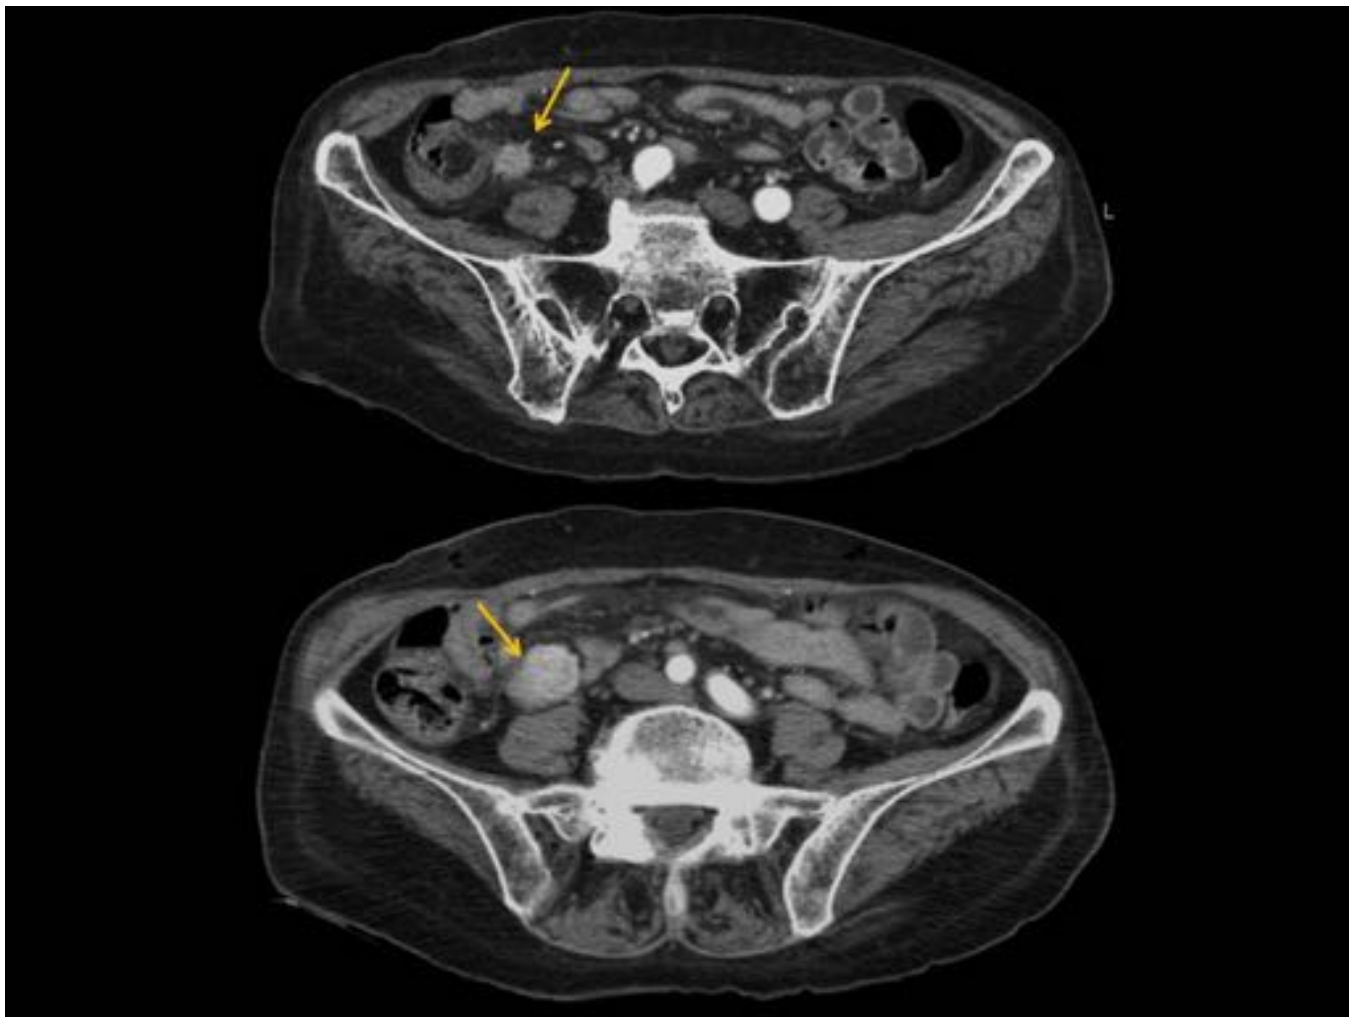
Mismo paciente de la Fig 7. Imágenes en plano axial de TC en fase arterial. Presencia de una masa de bordes espiculados en íleon proximal que presenta intenso realce. En las inmediaciones de la misma se identifica otra lesión de similares características en relación a metástasis ganglionar.
